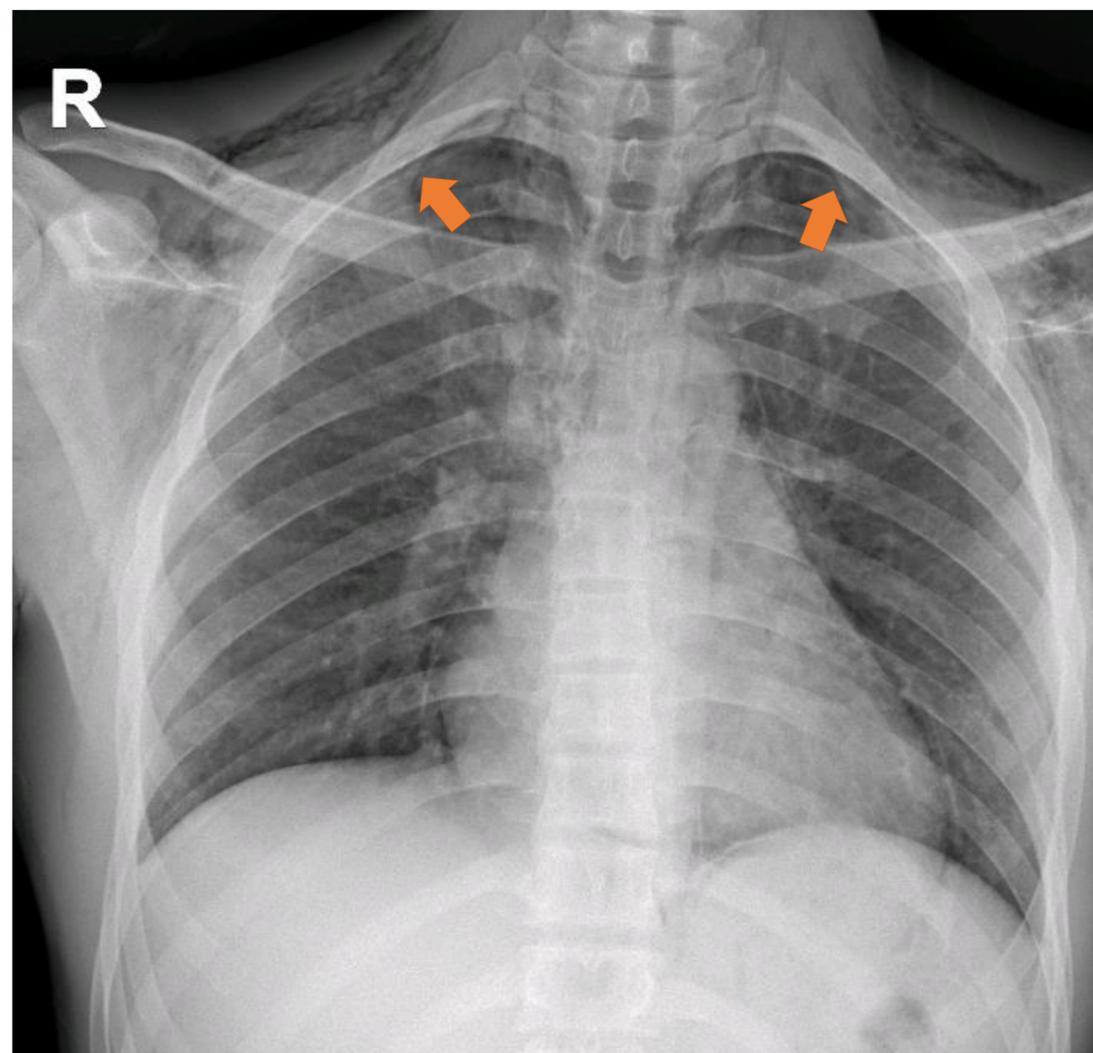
Radiografía de tórax portátil en proyección AP. Gas extrapleural en ambos ápex pulmonares así como otros múltiples signos radiológicos de neumomediastino.
